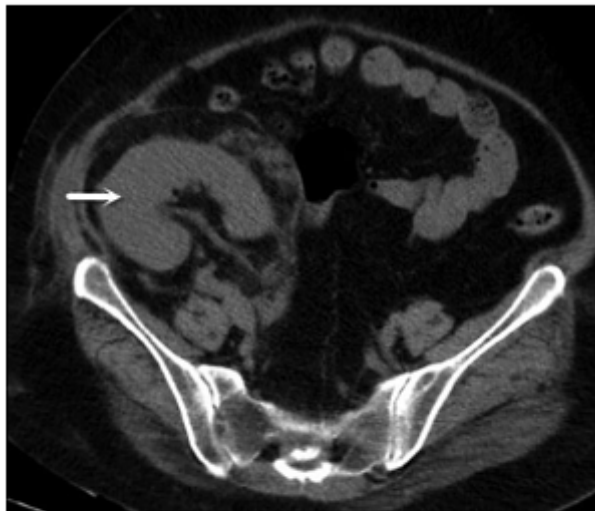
Computed tomography scan of kidneys, ureter, and bladder done on day 17 showing significant reduction in the perinephric collection and normal renal parenchyma (arrow).
